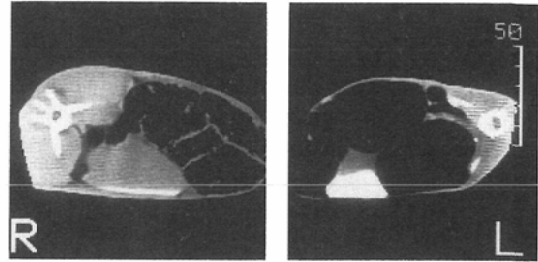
CT images of rabbit urinary bladder obtained at 20 minutes after intravenous administration of contrast media (770mgI), I-ES (left), meglumine diatrizoate (right). Both of the contrast media are excreted into the urinary bladders. However, there is a small quantity of I-ES, comparing with that of meglumine diatrizoate.
